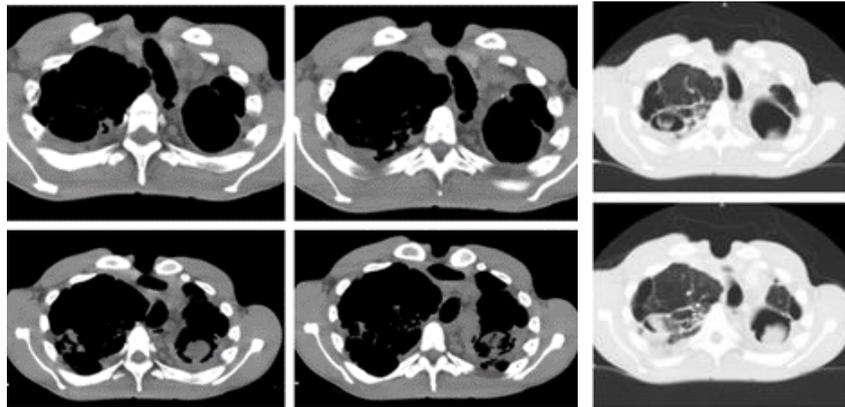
Radiografi toraks serial menunjukkan adanya kerusakan pada paru.
